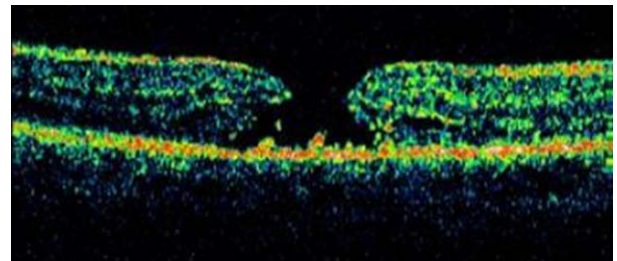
Optical coherence tomography (OCT) showed full thickness macular hole with epiretinal membrane.
